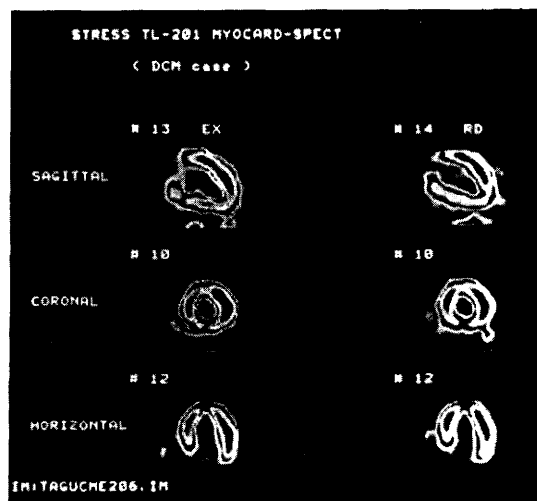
DCM 例での運動負荷心筋 SPECT 像
